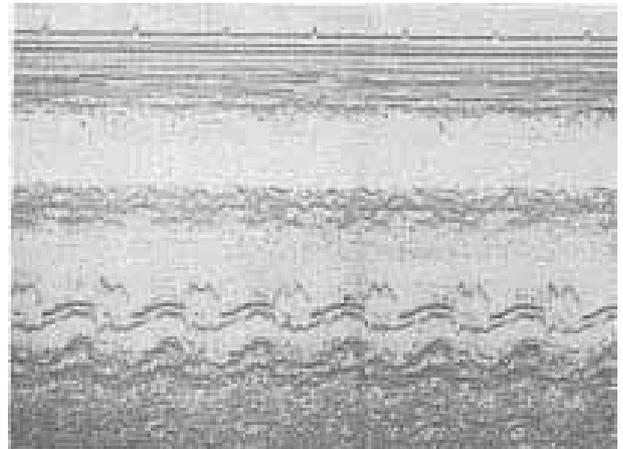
Ecocardiograma pós-operatório: abertura pouco reduzida dos folhetos, porém com mobilidade normal.
